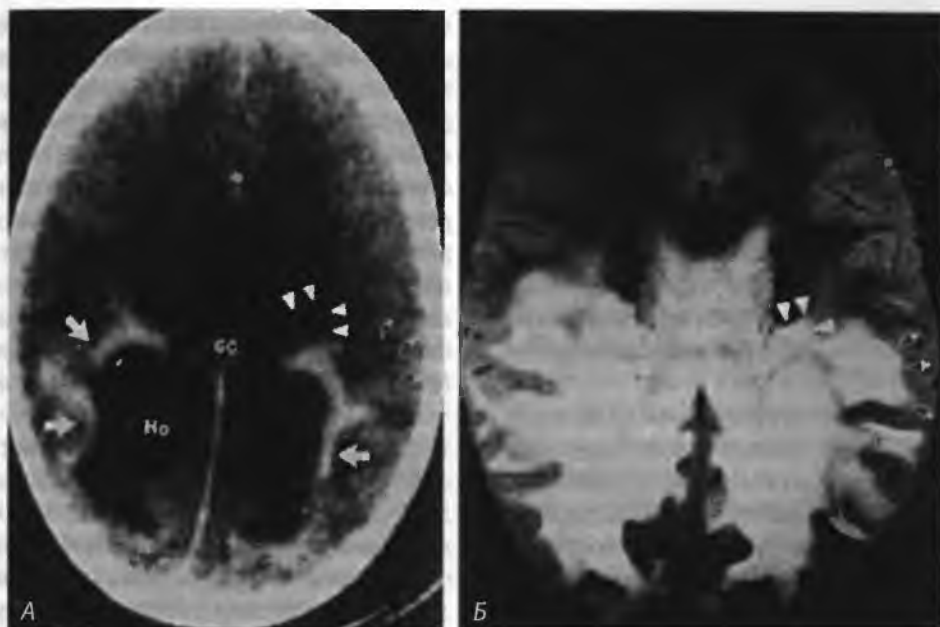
(А) Компьютерная томограмма с контрастным усилением. Типичная теменно-затылочная локализация изменений мозга при АЛД. Видны симметричные двусторонние неактивные зоны низкой плотности (Ho). Усиленная активная периферическая зона низкой плотности ограничена стрелками. Сравните переднюю зону пониженной плотности (наконечники стрелок) с ее изображением на МРТ (Б). (Б) МР-томограмма того же больного. Т₂-взвешенное изображение обнаруживает интенсивный сигнал аномально яркого участка белого вещества в теменно-затылочной области. Поражение подкорковых слоев лучше выявляется на МРТ. С другой стороны, на КТ лучше видны активные зоны, поскольку на МРТ и неактивные и активные зоны дают равно усиленный сигнал. Считается, однако, что аналогичного разрешения можно достичь с помощью внутривенного введения контраста (парамагнитного усиления). Зоны низкой плотности на КТ (наконечники и стрелки на А) сравниваются с хорошо различимыми изменениями на МРТ (Б) (Kumar A. J., Rosenbaum W. E., Naidu S. et al. Adrenoleukodystrophy: Correlating MR imaging with CT. Radiology 1987; 165: 697):
